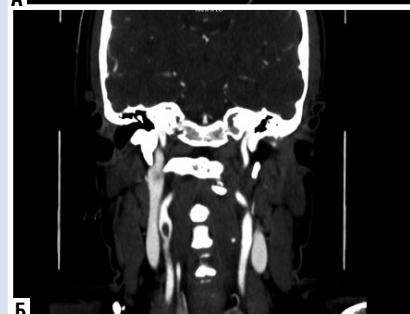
Неокклюзирующий тромбоз в аксиальной (а) и фронтальной (б) проекциях при анализе КТ-ангиографии брахиоцеребральных артерий.
